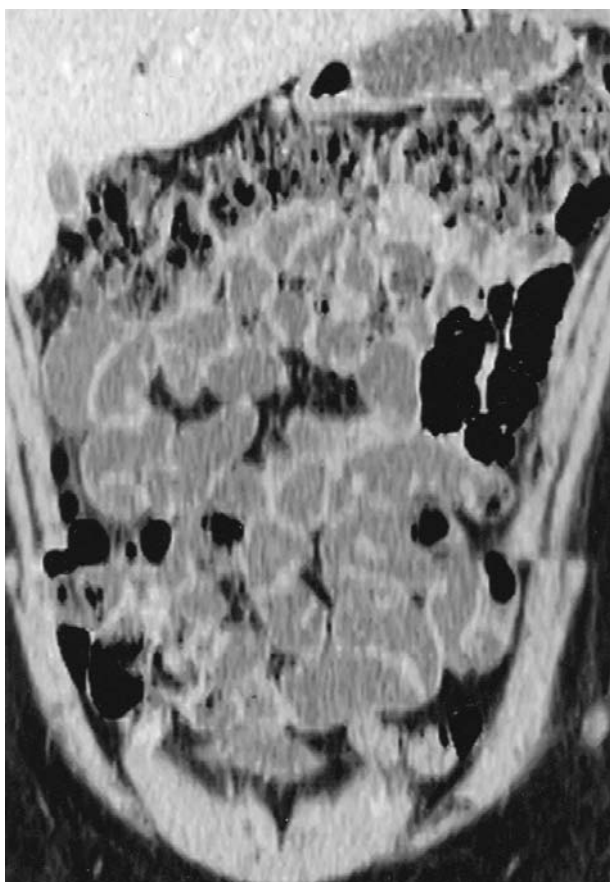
Estudo EP-TCMC normal. Imagem TC coronal mostra a distensão entérica do delgado obtida com a ingestão da goma de alfarroba-sorbitol. Distensão homogênea de todo o intestino delgado, com colapso do estômago, quase sem opacificação do colon. Score de distensibilidade 4.
